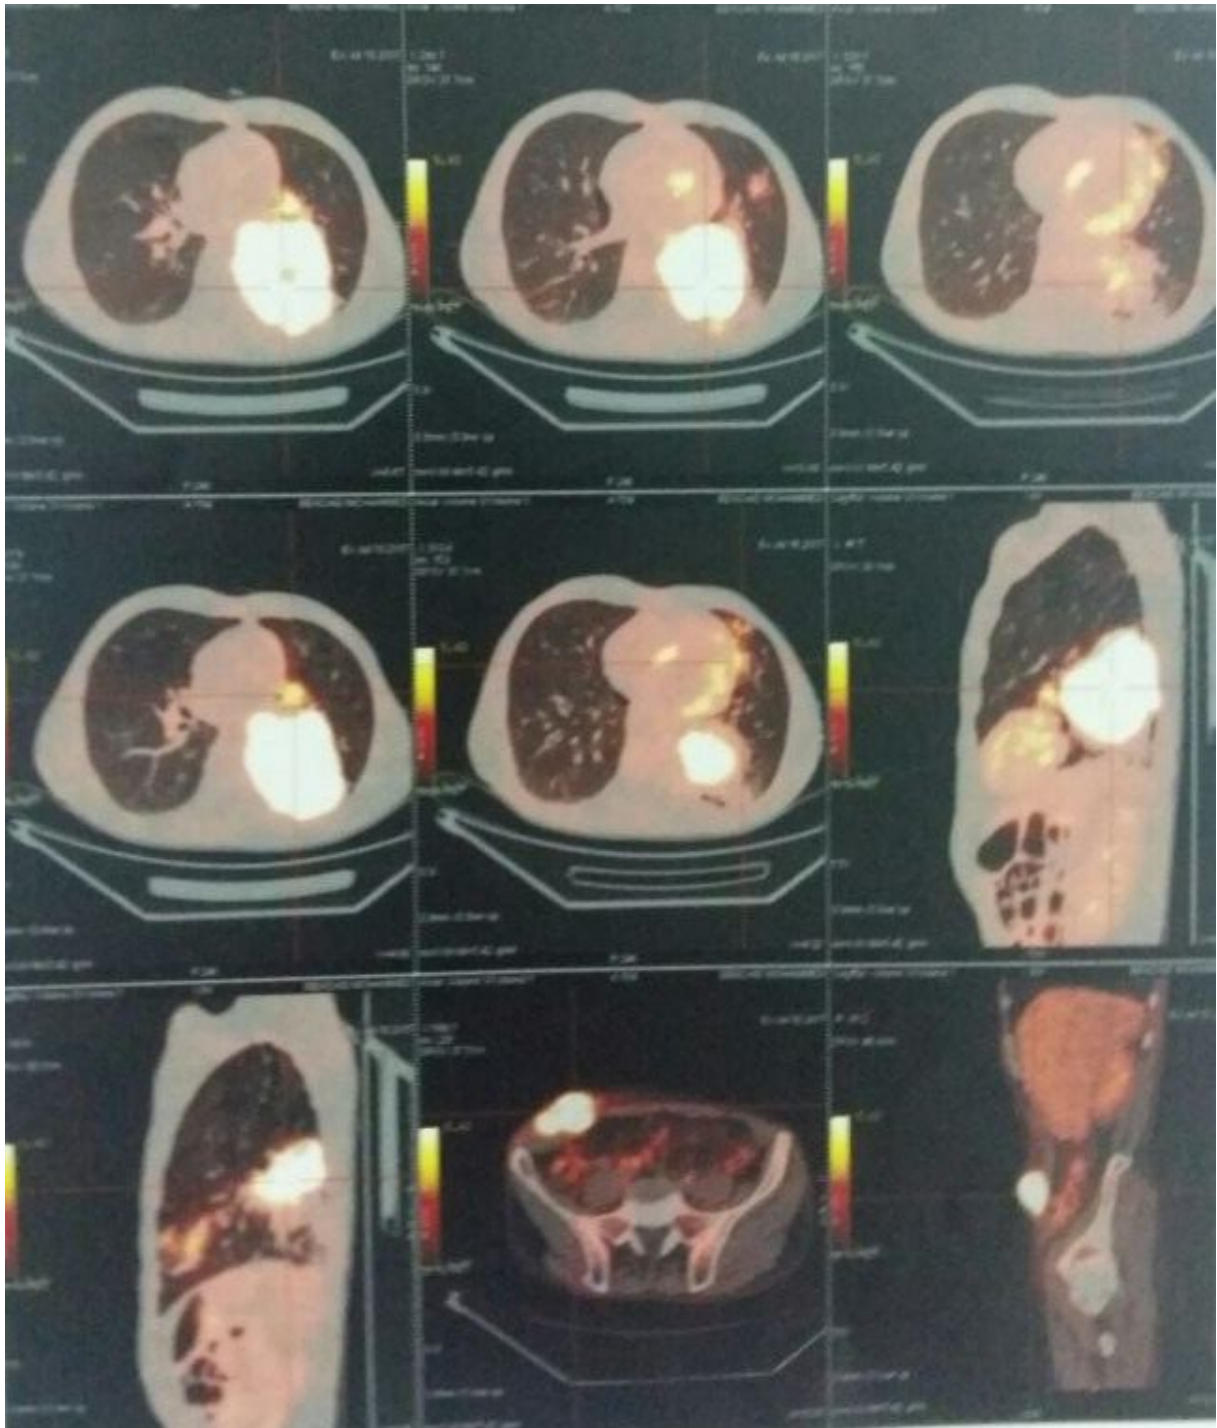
PET SCAN réalisé chez notre patient montrant une fixation du 18FGD limitée à la tumeur primitive ainsi que la métastase, sans fixation ganglionnaire médiastinale ni fixation pathologique à distance (photo pr. Moujahid)
